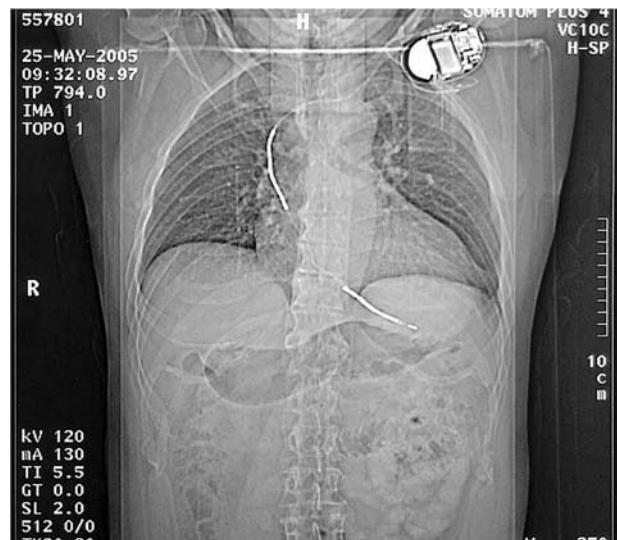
Radiografía torácica. Paciente con desfibrilador automático.
